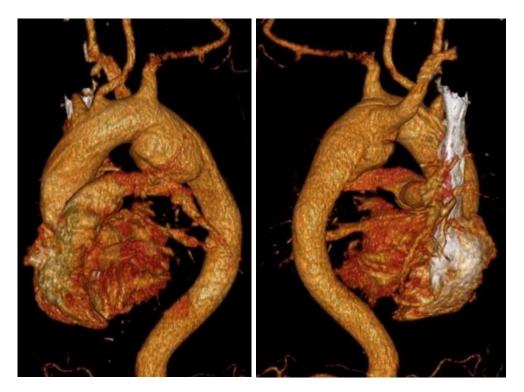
Мультиспиральная компьютерная томография грудного отдела аорты, трехмерная реконструкция. Расслоение аорты тип IIIа по DeBakey у пациента с аномалией количества супрааортальных сосудов в сочетании аберрантной левой подключичной артерией. Слева — передняя проекция, справа — задняя проекция
